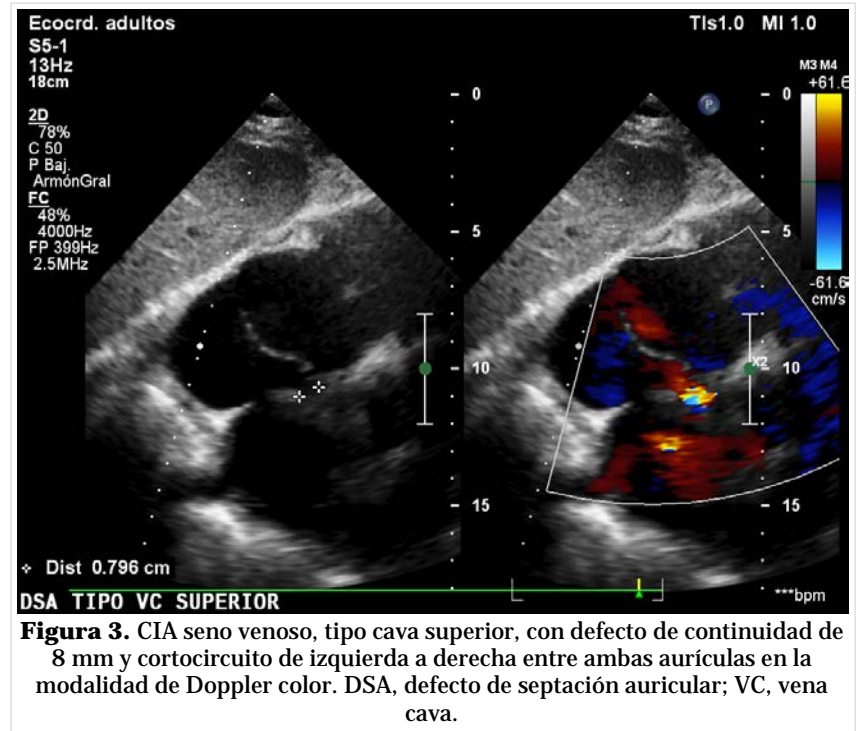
CIA seno venoso, tipo cava superior, con defecto de continuidad de 8 mm y cortocircuito de izquierda a derecha entre ambas aurículas en la modalidad de Doppler color. DSA, defecto de septación auricular; VC, vena cava.
